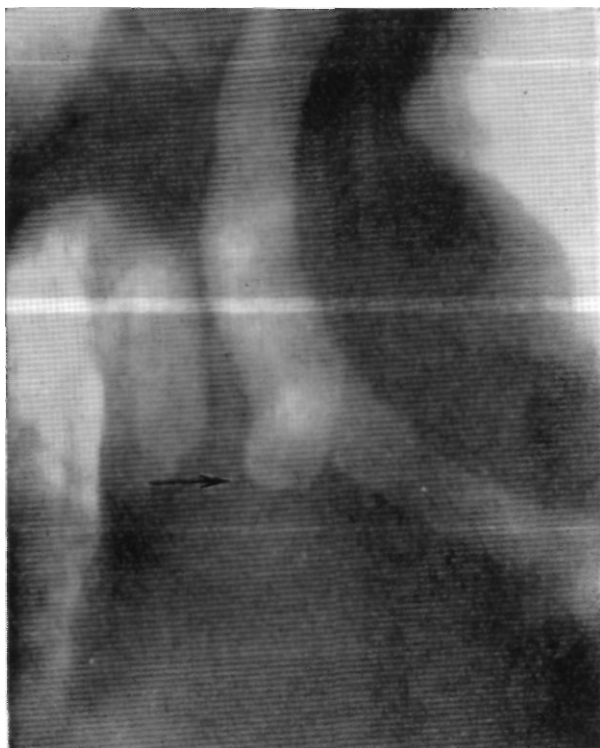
Больной К. Томограмма с прямым увеличением (11 см от спины). Стеноз межбронхиального анастомоза через 1 год после удаления верхней доли правого легкого с циркулярной резекцией главного бронха по поводу бронхолегочного рака. Место стеноза указано стрелкой.
